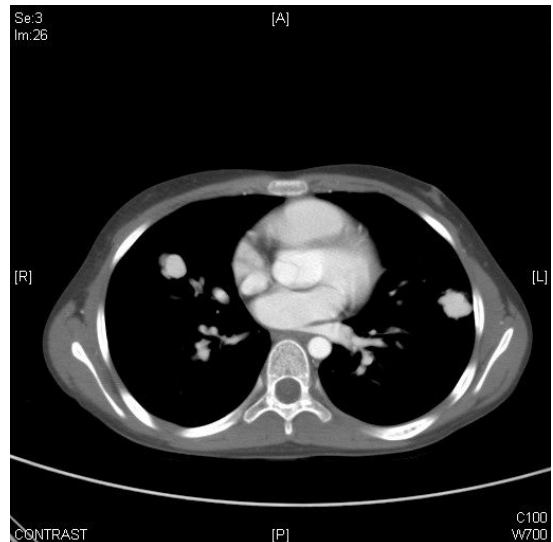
Chest computed tomography scan showing multiple enhancing nodules in both mid lungs.
